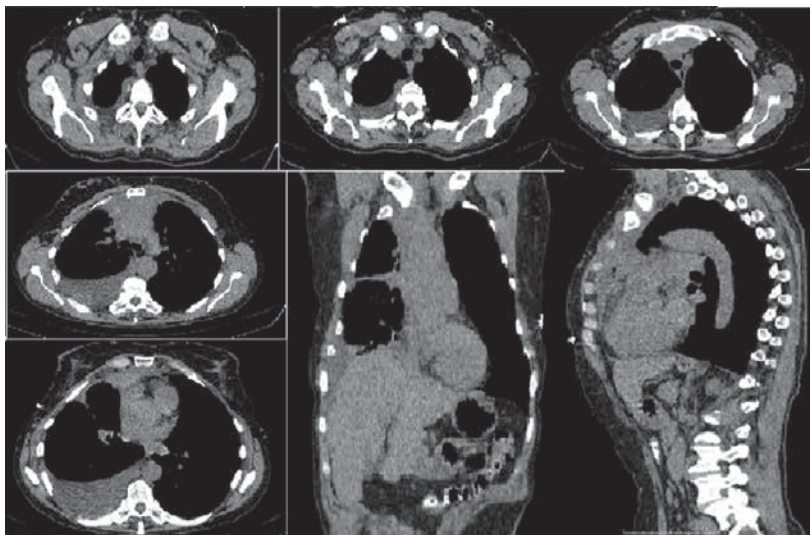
МСКТ: картина с положительной динамикой за счет уменьшения общих размеров образования в корне легкого и вдоль костальной плевры
